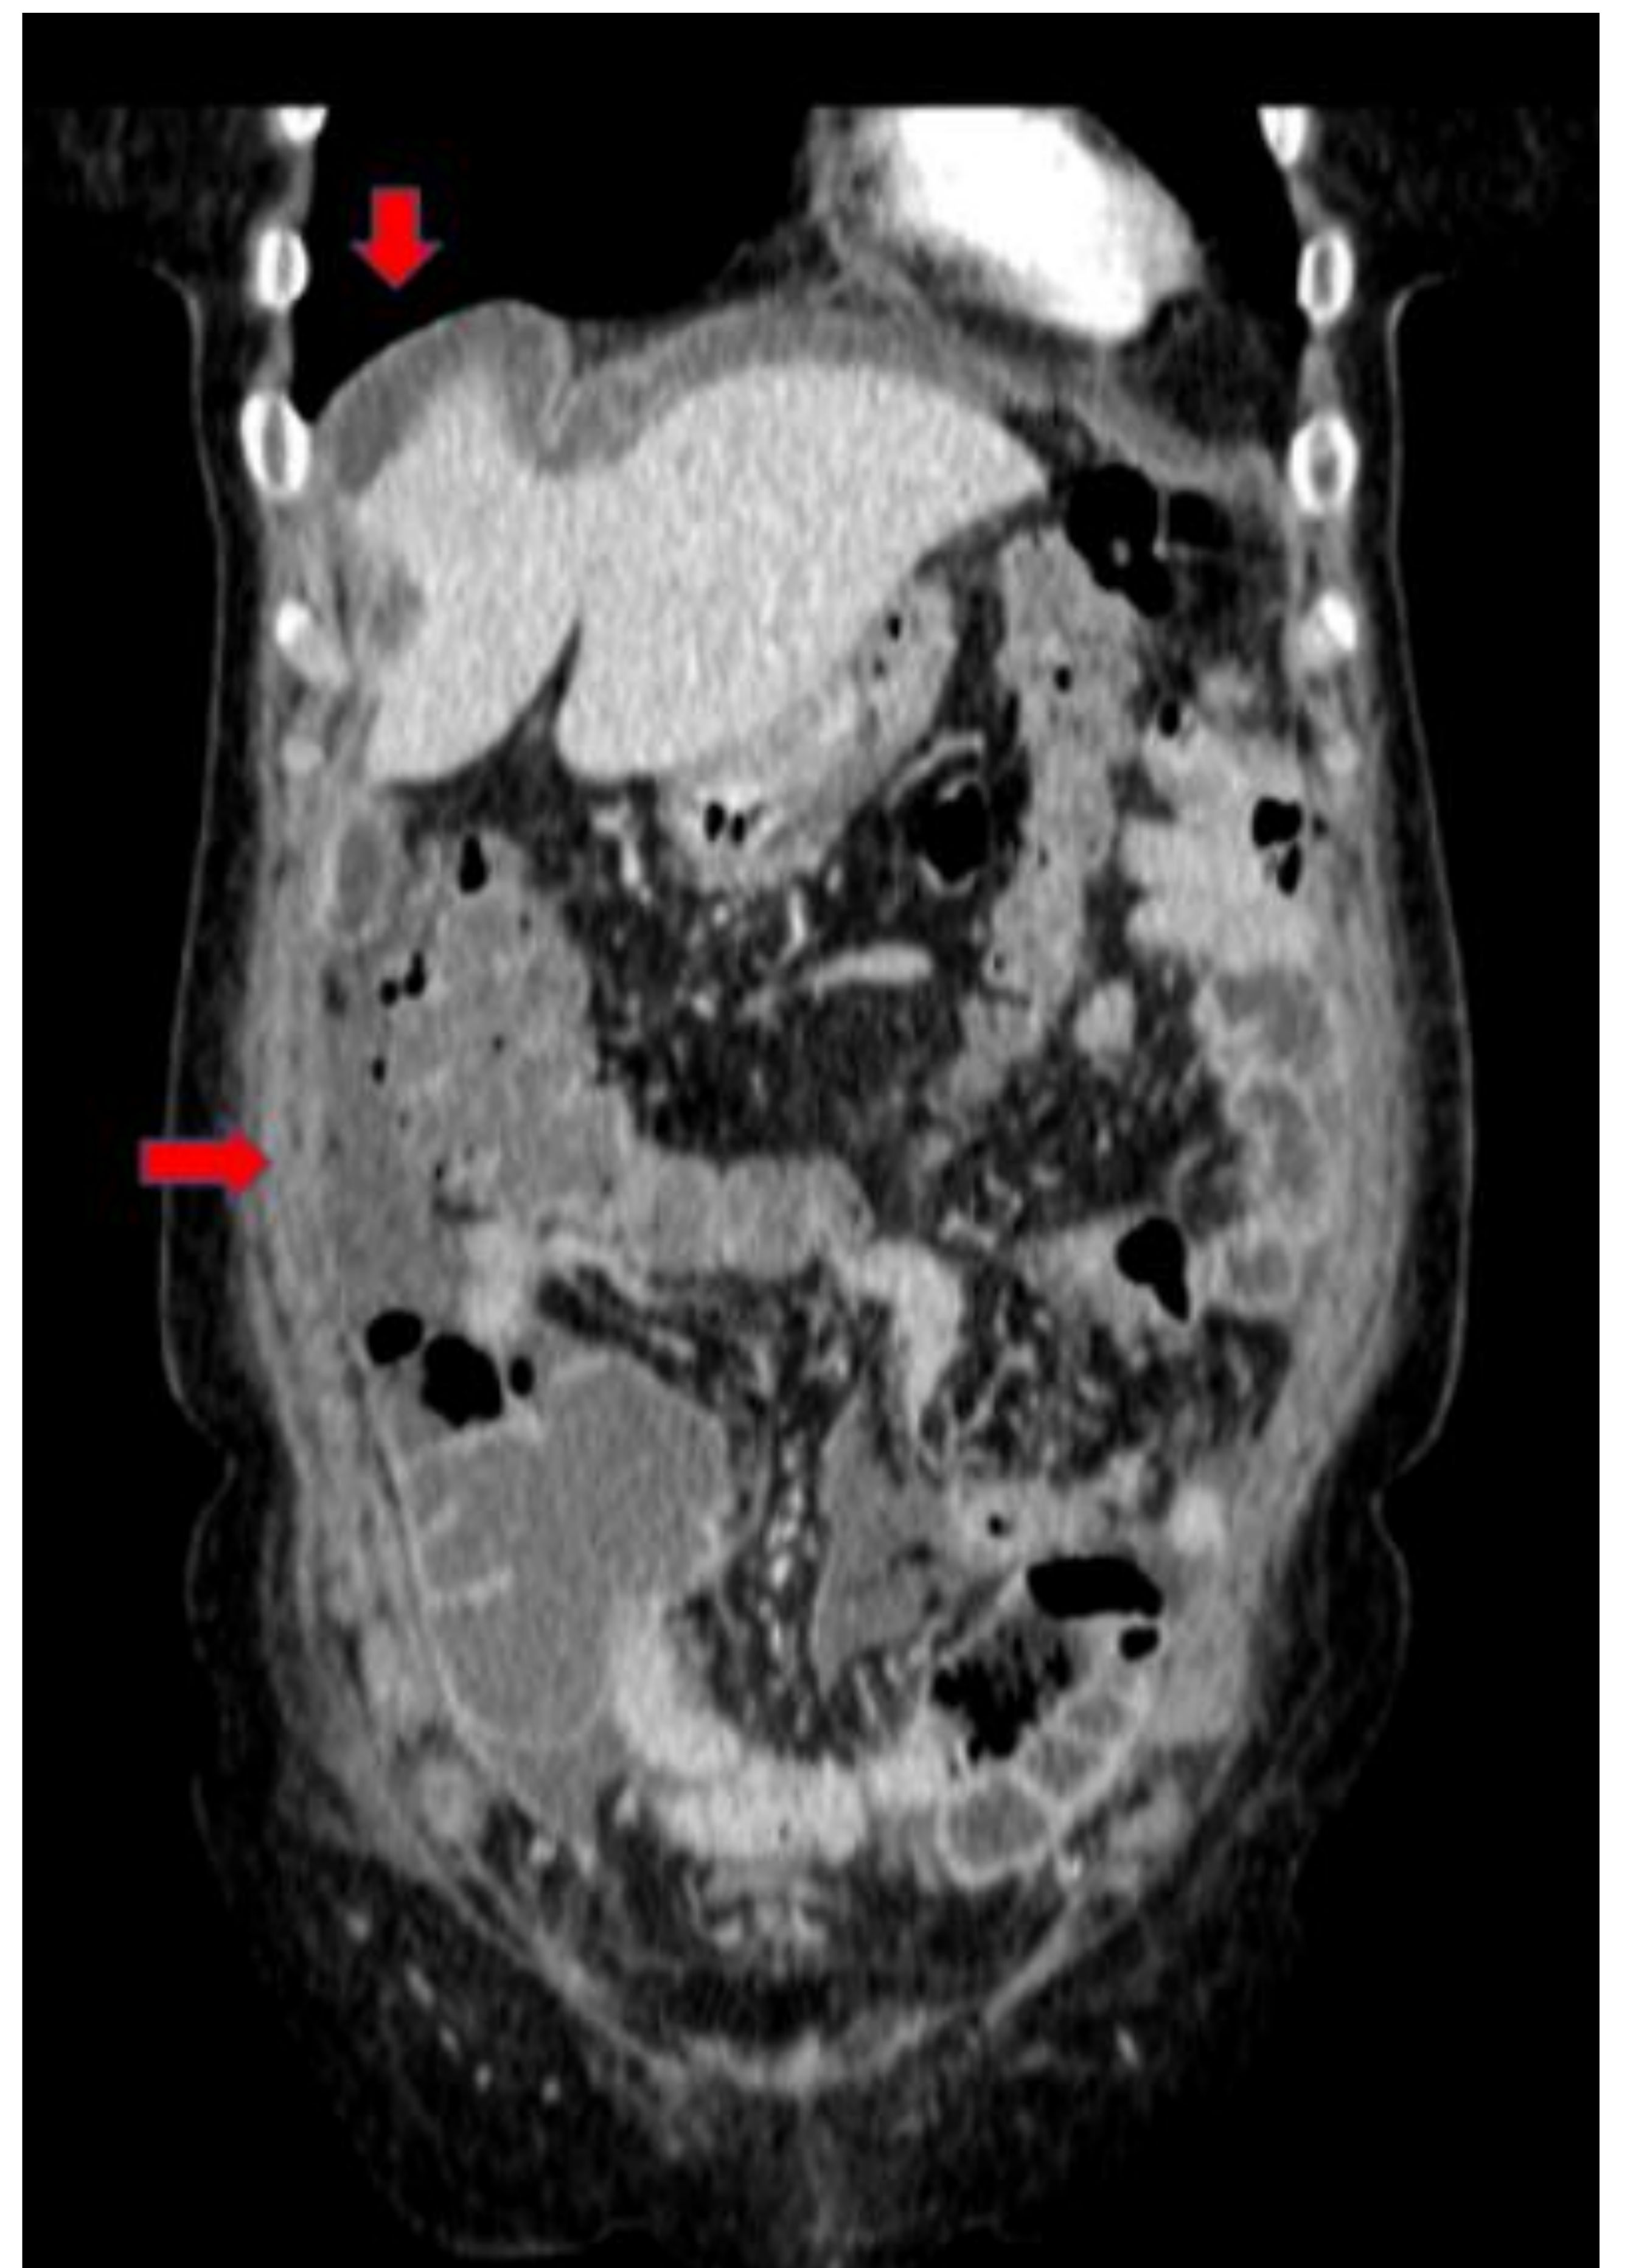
TC con reconstrucción axial y coronal mostrando la tendencia del líquido ascítico a invadir la gotiera paracólica derecha hasta comunicarse con el espacio subfrénico derecho.
